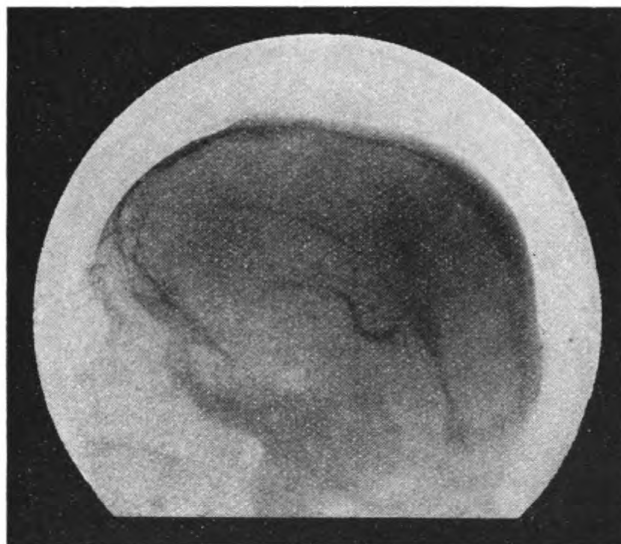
Schädelröntgenbild. Injektion des Sinus rectus mit dem System der Vena magna Galeni und der Plexus, außerdem Falx minor.
